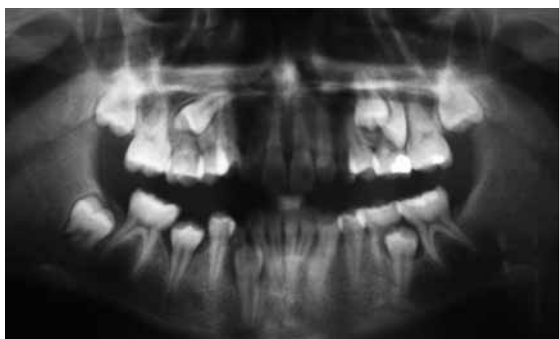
Radiografía panorámica que muestra un caso de transposición unilateral del lado izquierdo del canino maxilar y el segundo premolar, persistencia del canino temporal y agenesia del 37
